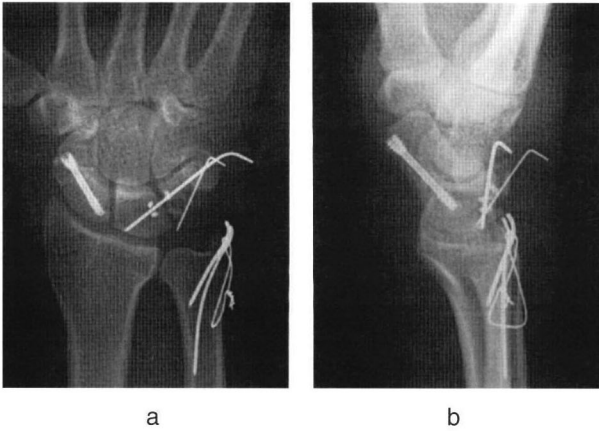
Early postoperative radiographs
